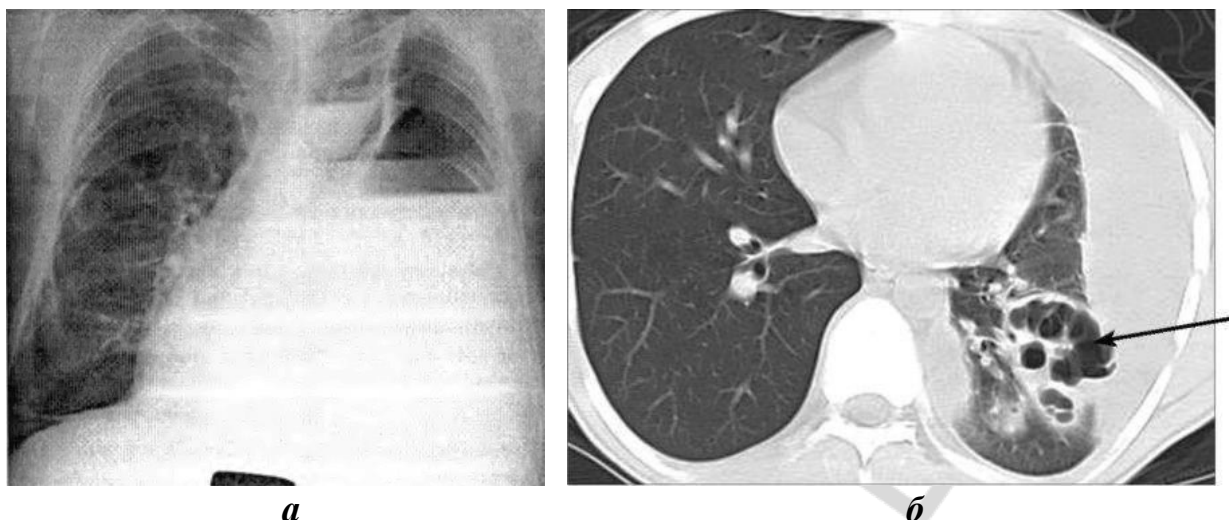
Рентгенограмма при левостороннем тотальном пиопневмотораксе (а). Компьютерная томография (б), абсцесс левого легкого, осложненный эмпиемой плевры. В нижней доле левого легкого определяется полость абсцесса (стрелка) с наличием внутренних секвестров, вдоль костальной плевры распространяется осумкованная жидкость, листки плевры неравномерно утолщены
